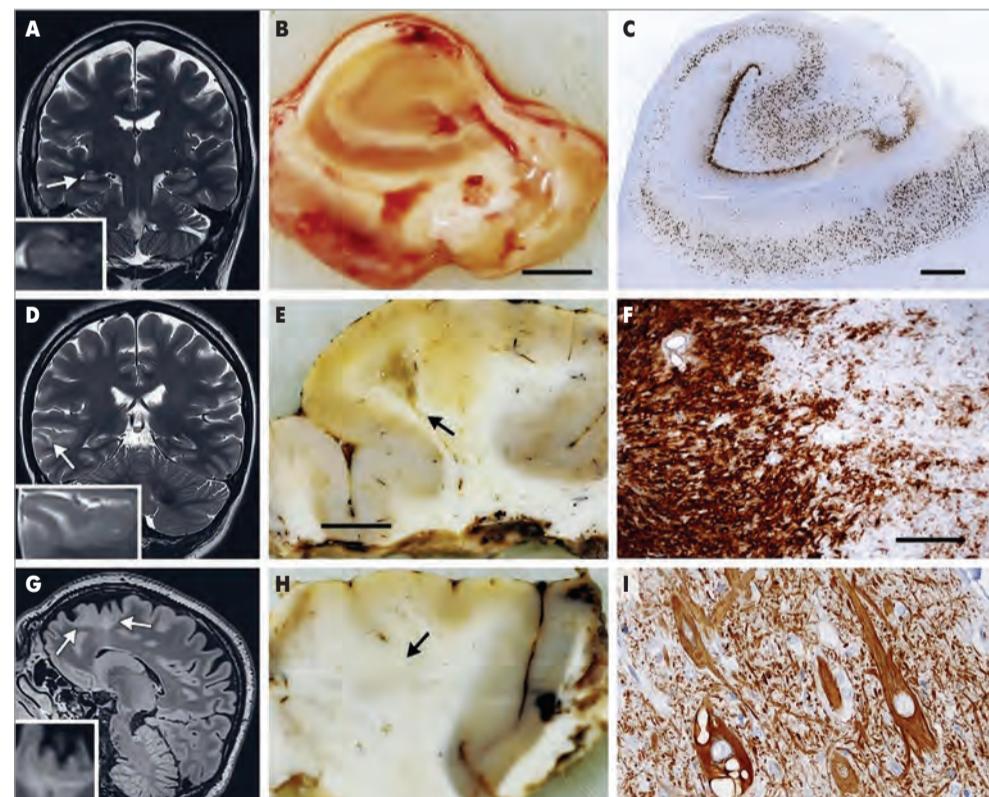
Внутрицитоплазматичне накопичення нейрофіламента, що характерно для дисморфічних нейронів при фокальній кортикалічній дисплазії II типу: А. Магнітно-резонансна томографія (МРТ) – скан 51-річного чоловіка з склерозом гіпокампа та епілепсією правої височини долі з 12 роками; В. Срез гіпокампа того же пацієнта; С. Імуногістохімічний аналіз відображає сегментарну потерю нейронів зони CA-1 гіпокампа; Д. Гангліогліома у дівчинки 12 років з епілепсією правої височини долі з 8-річного віку; Е. Гіпокампальне опухолеве захворювання (гангліогліома I ст. за класифікацією ВОЗ); Г. Фокальна кортикалічна дисплазія II типу у пацієнта з епілепсією лівої фронтальної долі; Н. Образець цього же пацієнта. Утолщена бледна неокортикалічна зона, трудно отличимая от белого вещества
